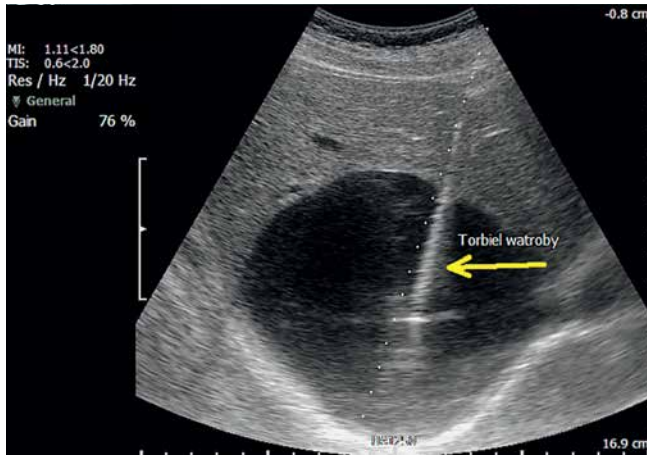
Percutaneous ultrasonography. Cyst of the right lobe of the liver, diameter: 12 cm. Cyst puncture using a percutaneous drainage set utilizing a single-stage method under ultrasonography control. Pigtail catheter on a rigid guide
